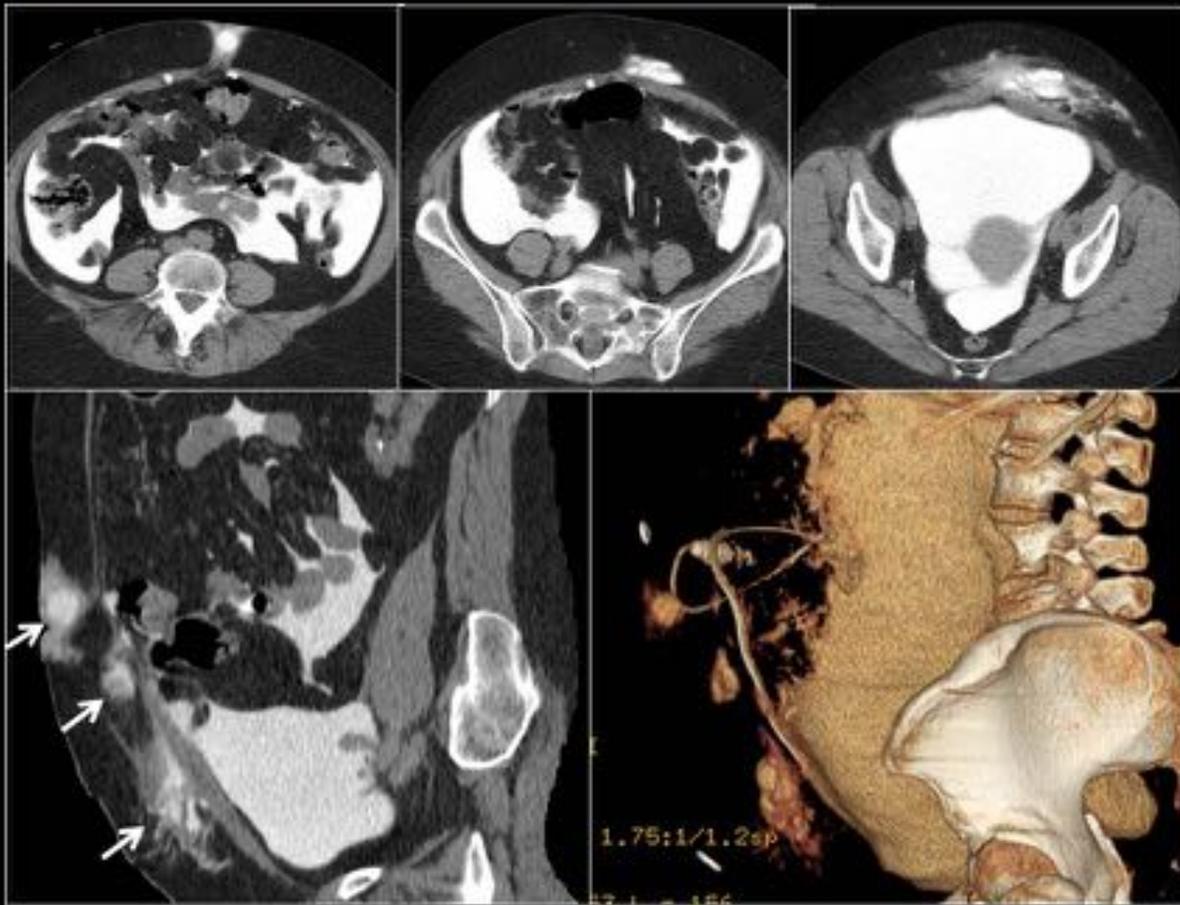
Paciente con antecedentes de malfunción del catéter y omentectomía con recolocación del mismo. La presencia de edema del TCS junto a la retención de volumen dializado hizo sospechar la fuga, por lo que indicó TC- peritoneografía que demostró tres puntos de fuga diferenciados, dos en pared y uno en relación con una hernia umbilical previa (flechas blancas). Se retiró al paciente del programa y tras un periodo de reposo peritoneal se reintrodujo la DPCA sin problemas hasta la fecha.
